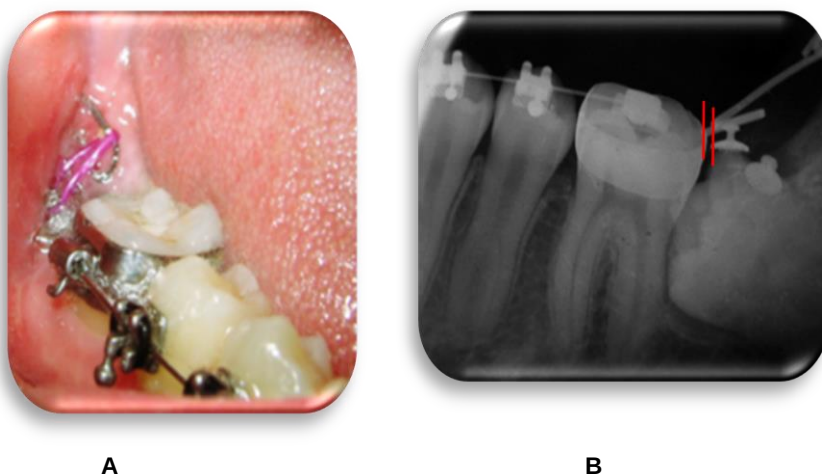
Diente 47. A. Fotografía intraoral, B. Radiografía periapical.
